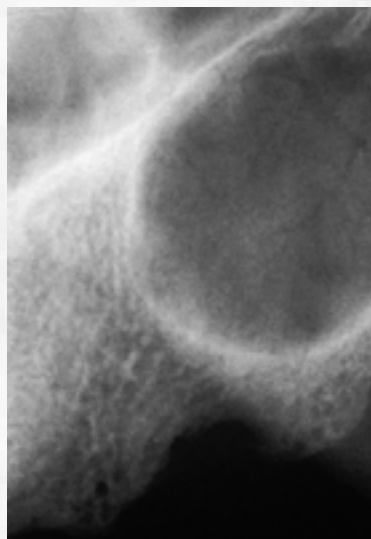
Radiografia periapical negativa para a causa da dor.
